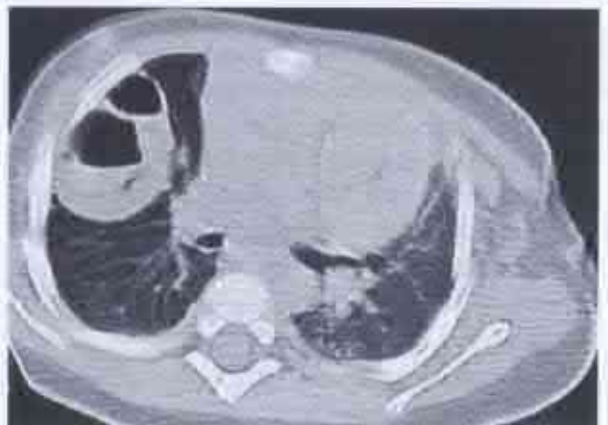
Tomografie axială (după Gutweiler J.R. et al.). Se constată 2 formațiuni chistice, în interior cu multiple septuri, localizate în plămânilor drepte. Organele mediastinului sunt deplasate spre stânga.
